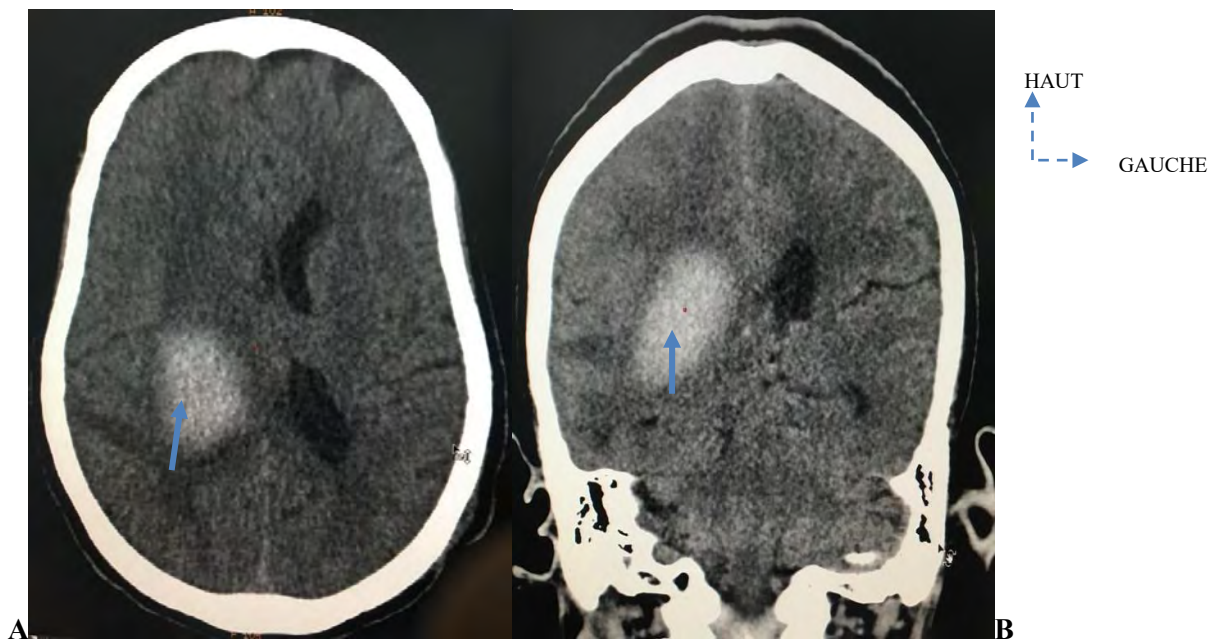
TDM cérébrale sans injection de PDC en coupe axiale (A) et coronale (B) mettant en évidence un hématome intra parenchymateux capsulo lenticulaire droit entourée d'un œdème péri lésionnel qui exerce un effet de masse sur les structures médianes évoquant un AVC Hémorragique sylvien droit chez un sujet de 60 ans hypertendu connu.
